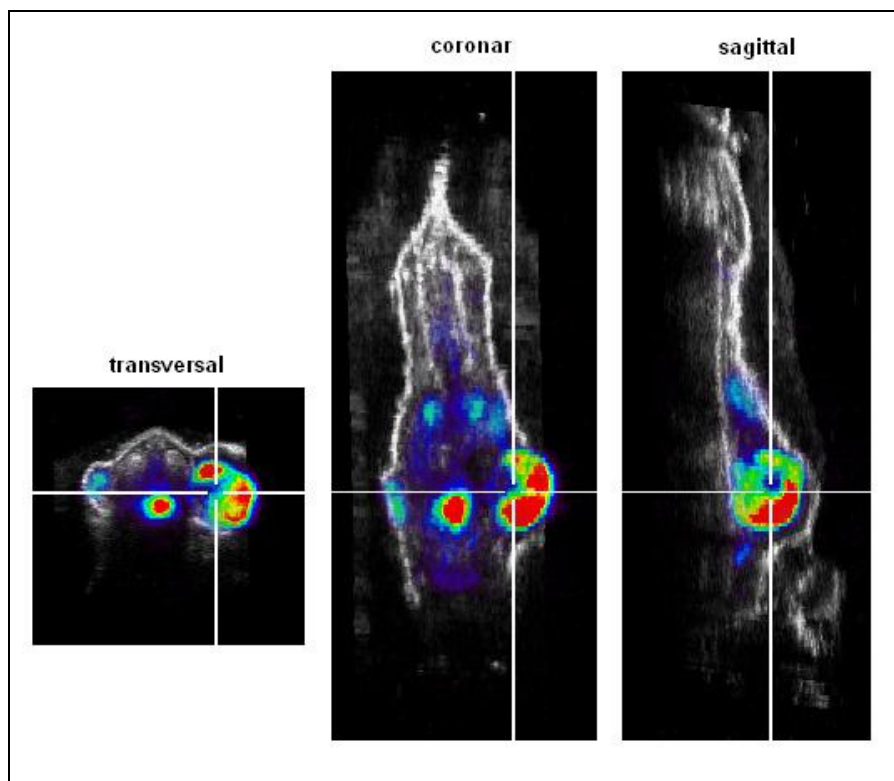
Ausblendung der PET-Transmissionsmessung
